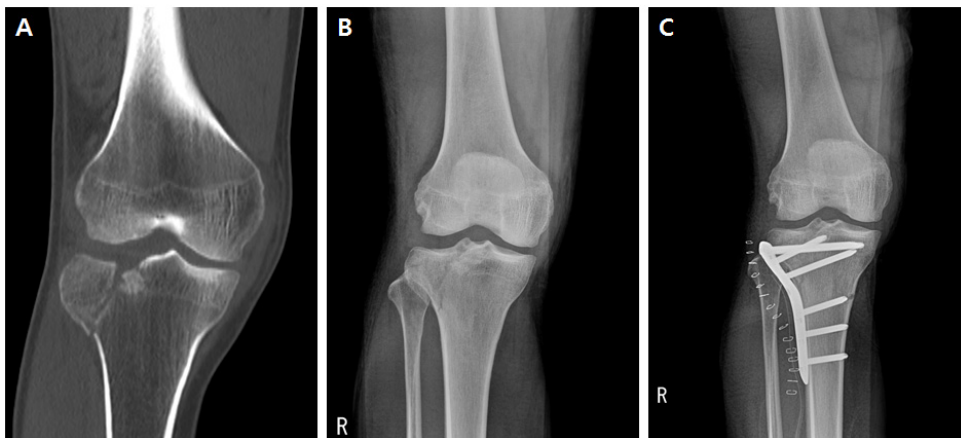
(A) CT scan of the right knee on 2020.07.04. (B) radiography of the right knee on 2020.07.12. (C) radiography of the right knee on 2020.07.17.
